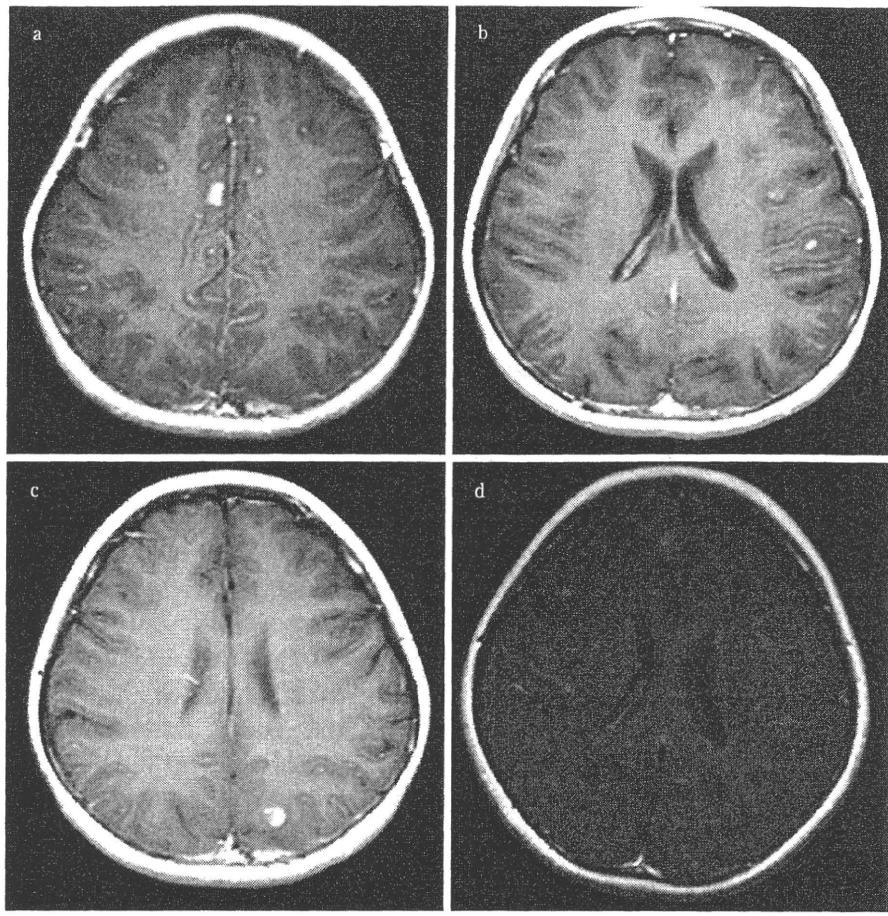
Brain MRI findings during the clinical course. Gadolinium-enhanced T₁-weighted images (TR=471msec, TE=14msec) show cortical (a), multiple subcortical white matter (b, c), and leptomeningeal enhancement (d).
